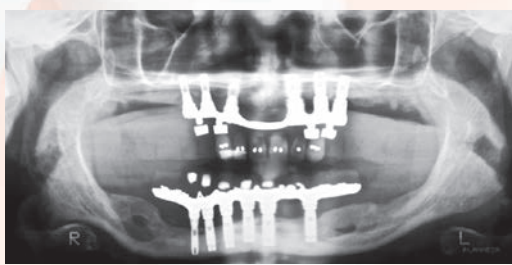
Ortopantomografia del 2004, a 13 anni dal carico.
